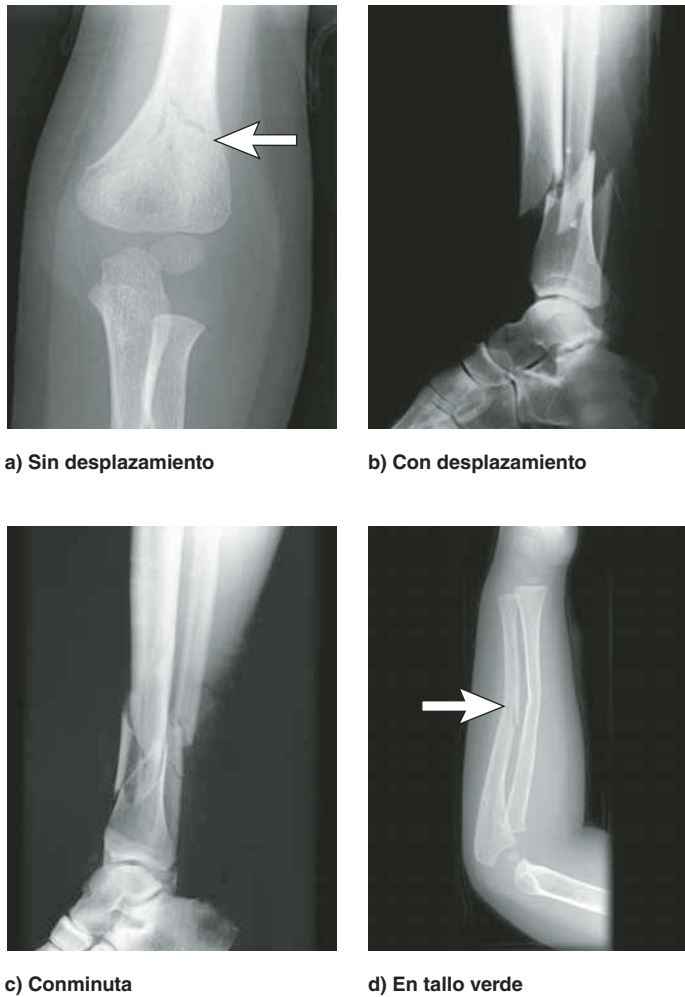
Radiografías de tipos de fractura representativos. a) Fractura sin desplazamiento del húmero distal en un niño de 3 años de edad. b) Fractura con desplazamiento de la tibia y el peroné. c) Fractura conminuta de la tibia y el peroné. d) Fractura en tallo verde del cúbito.
